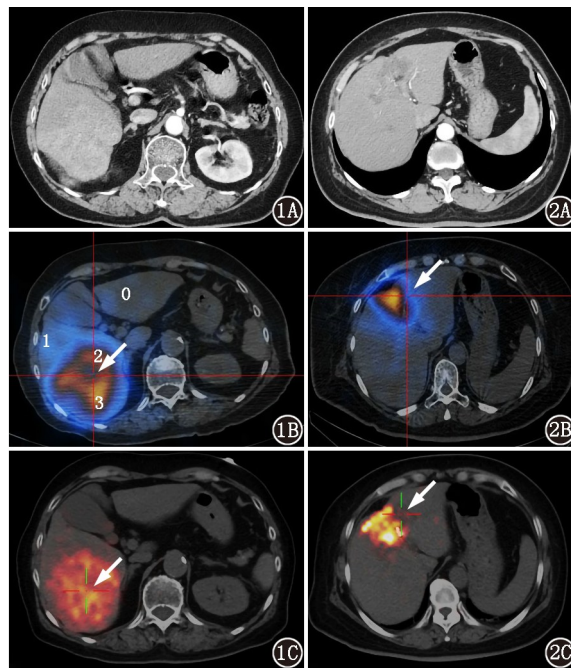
肝恶性肿瘤患者 (女, 85 岁; 根据实验室及影像学检查结果诊断为肝细胞癌) ⁹⁰Y-选择性地内照射治疗 (SIRT) 术后影像学检查图。1A. 增强 CT 图像示肝右叶病灶呈不均匀强化; 1B. ⁹⁰Y 韧致辐射 (BRS) SPECT/CT 图像示病灶中心及右后缘放射性分布稀疏 (箭头示), 图中数值为对比度评分; 1C. ⁹⁰Y PET/CT 图像示病灶放射性分布较均匀 (箭头示), 较 SPECT/CT 显像能够更清晰地显示 ⁹⁰Y 微球在肿瘤内的沉积。图 2 肝恶性肿瘤患者 (女, 66 岁; 结合实验室检查结果及影像学表现考虑为胆管细胞癌) ⁹⁰Y-SIRT 术后影像学检查图。2A. 增强 CT 图像示病灶呈不均匀“花环”状强化; 2B. ⁹⁰Y BRS SPECT/CT 图像示肿瘤界限模糊不清 (箭头示), 可区分度评分为 1 分; 2C. ⁹⁰Y PET/CT 图像示肿瘤界限清晰 (箭头示), 可区分度评分为 2 分
